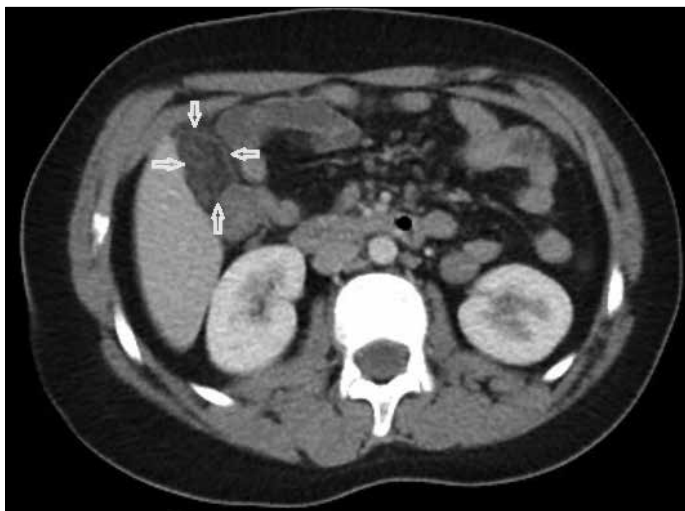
Contrast-enhanced computed tomography depicts an increased density and contamination that involves the right omentum (arrow)
